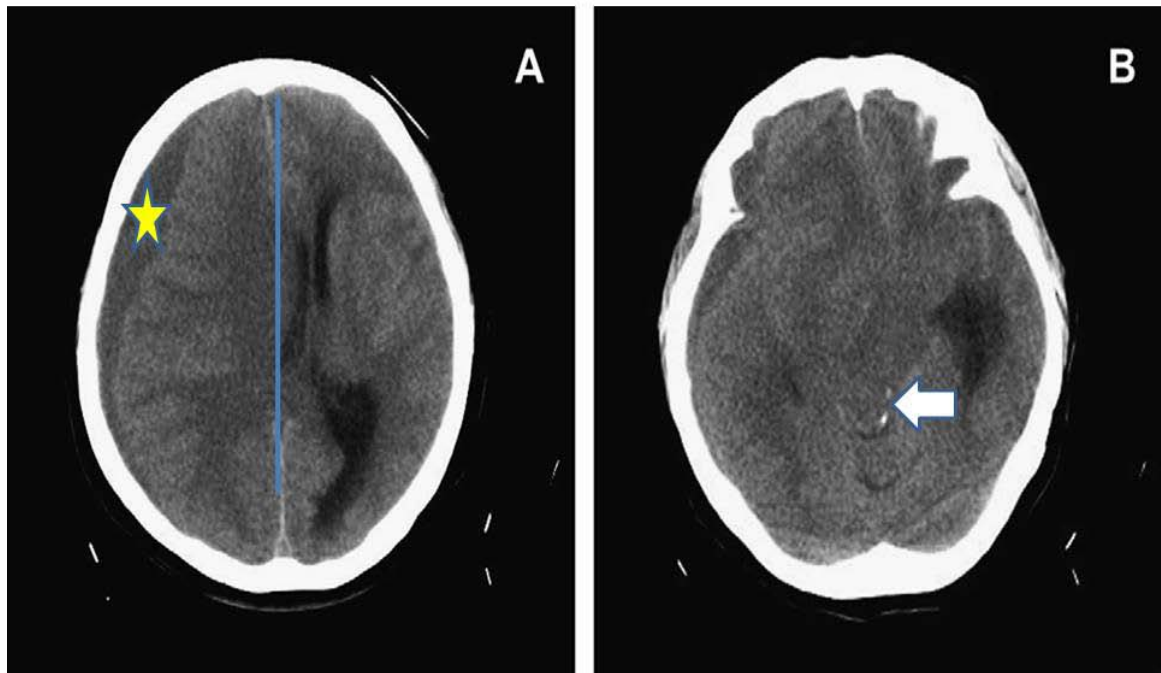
TDM cérébrale en coupes axiales objectivant un HSDC à droite (étoile) avec déviation de la ligne médiane et des ventricules latéraux (A). Il existe un effacement de la citerne péri-mésencéphalique avec la présence d'une hyperdensité spontanée au niveau du pédoncule cérébral controlatéral (flèche blanche) (B) [90]
